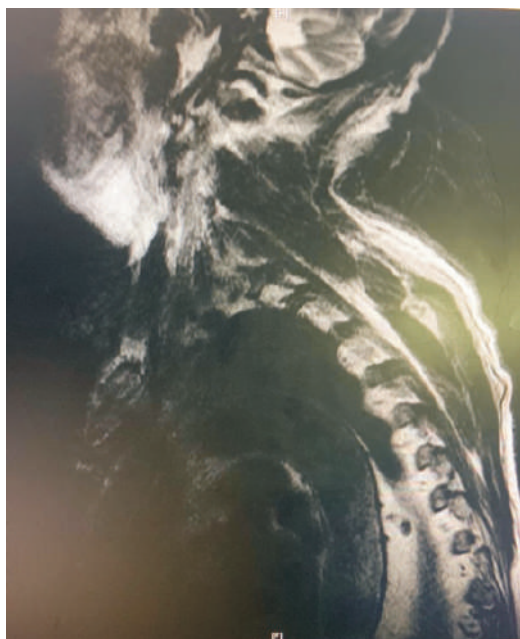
RMN de columna con mielopatía
